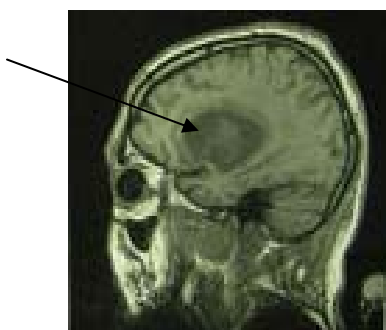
б) - МРТ головного мозга, состояние после мини-инвазивного удаления инсультной гематомы медико-латеральной локализации слева
